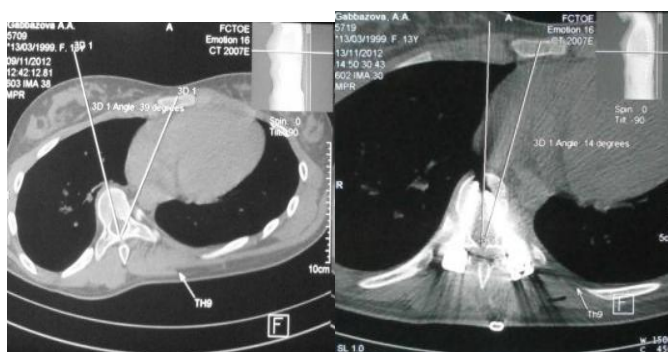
КТ пациентки Г., 13 лет, с определением ротации вершинного позвонка до и после операции.
